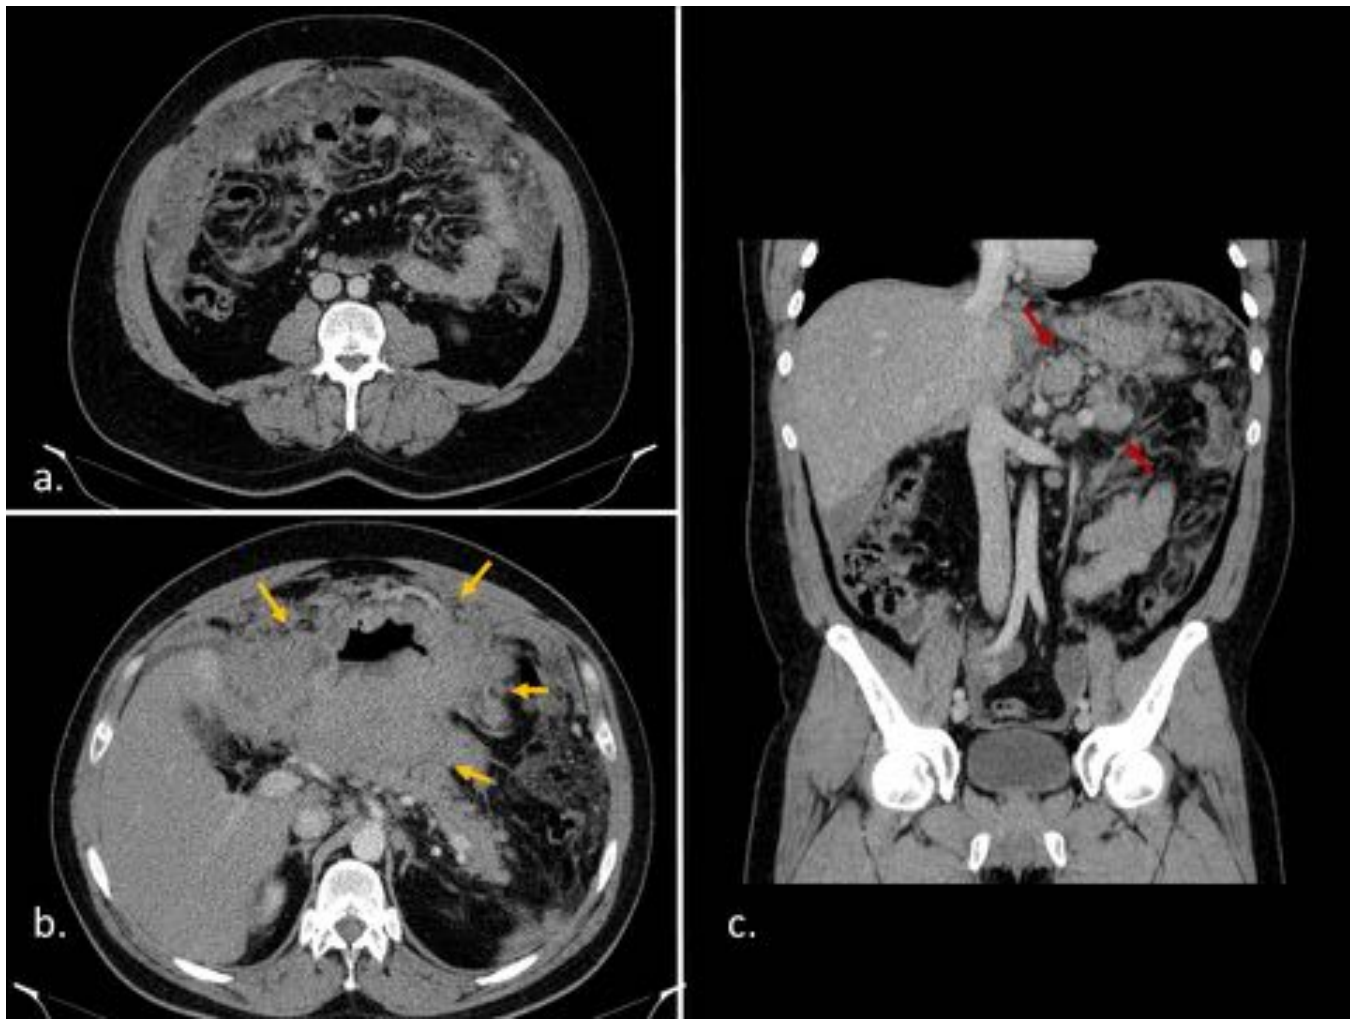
Linfomatosis peritoneal en varón de 37 años. TC con contraste iv. (a)Axial que muestra marcada infiltración del epiplón mayor y engrosamiento laminar del mesenterio. (b)Axial craneal a (a) donde se identifica masa mal definida que engloba y desestructura el estómago, sin plano graso de delimitación con páncreas(flechas amarillas). (c)Coronal que muestra adenopatías retroperitoneales(flechas rojas). Se tomo biopsia de la masa descrita, obteniendo LNH b difuso de células grandes gástrico.
